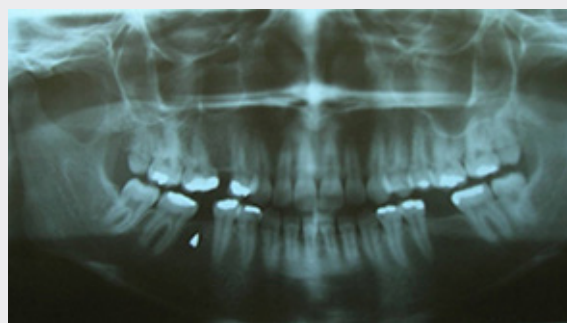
ORTOPANTOMOGRAFÍA QUE MUESTRA EL CUERPO EXTRAÑO EN LA REGIÓN EDÉNTULA DEL 46.
